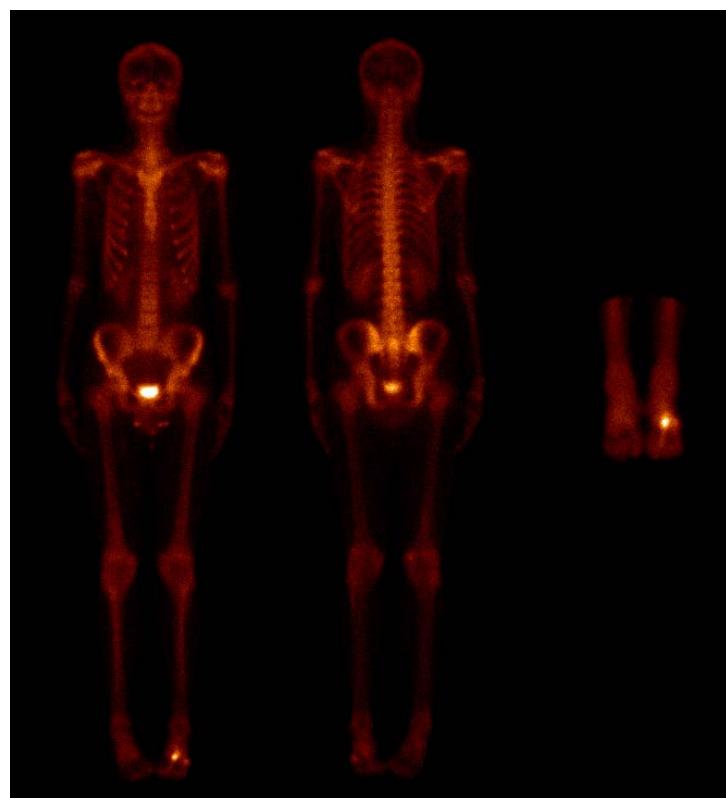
Bone scintigraphy. There is a focal lesion present in the tarsus bone and also diffusely increased tracer uptake in the second metatarsal of the left foot
